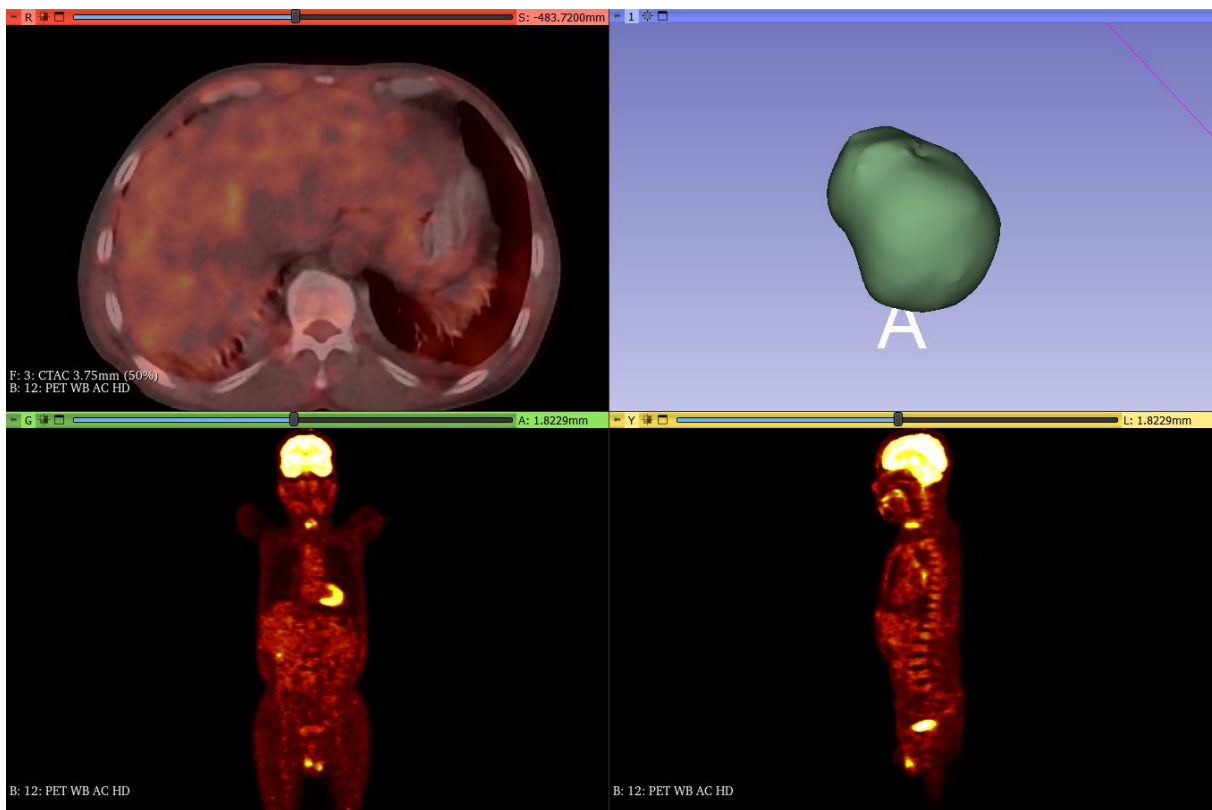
Ảnh PET/CT của bệnh nhân BVK – 21 do bác sĩ 02 khoanh vùng khối u
